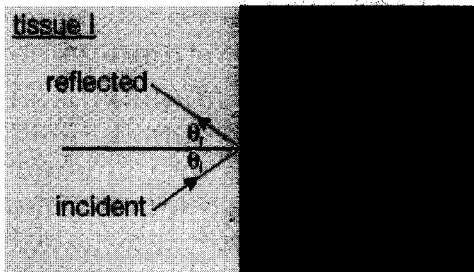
Reflection and transmission of ultrasonic waves at the boundary between the medium I and II
